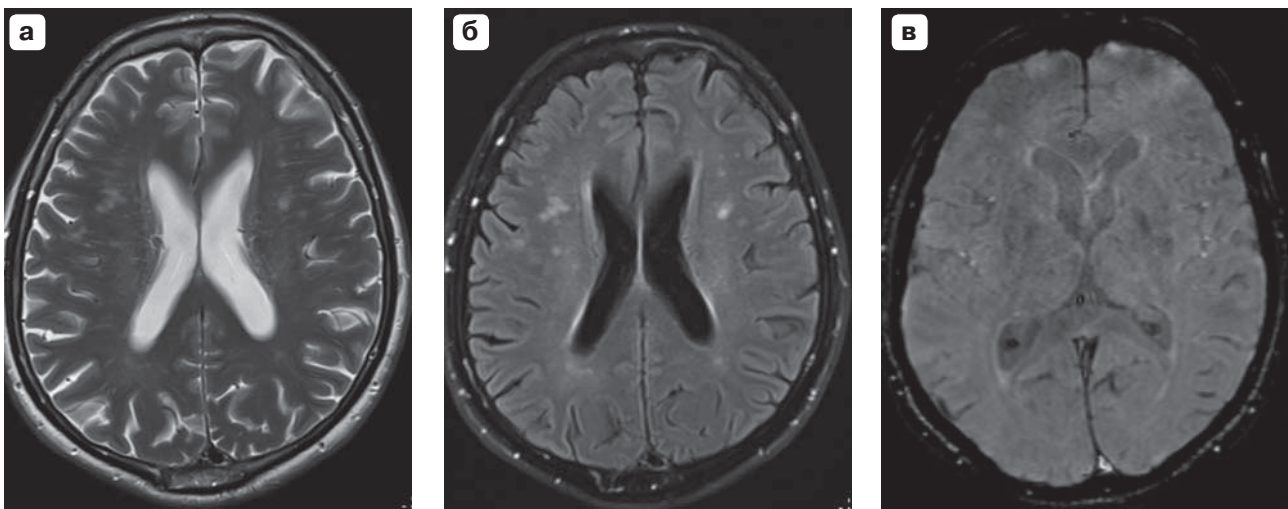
Пациент В., 1956 г.р., основная группа. МРТ головного мозга в режимах: а – T2ВИ; б – FLAIR; в – T2*_{hemo}. В режиме Flair определяются множественные сливающиеся очаги глиоза в обоих полушариях.
